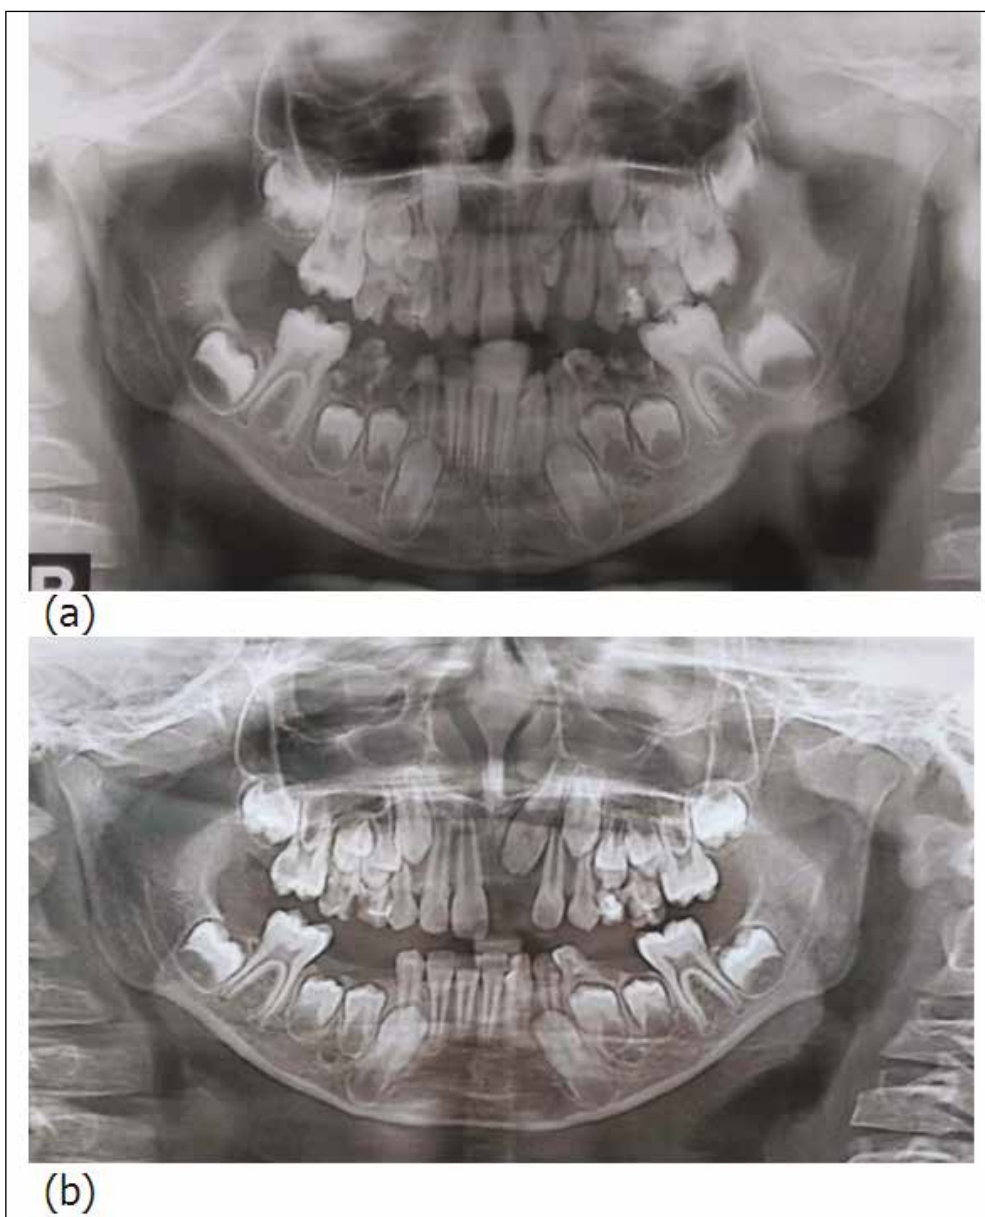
Patient K., orthopantomograms.
